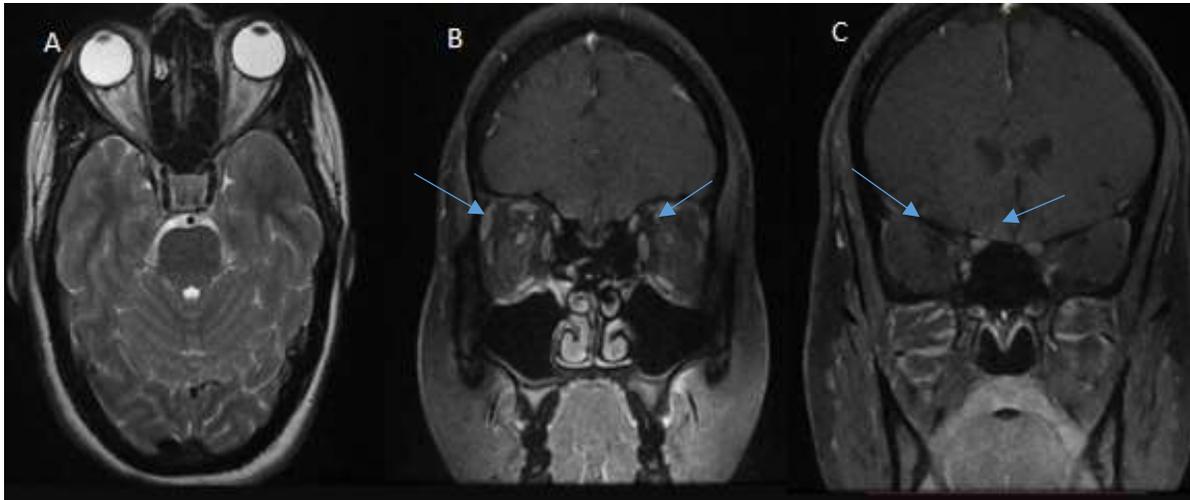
IRM cérébro-orbitaire : Coupe T2 axiale (A) et coupe coronale T1 injectée (B, C) objectivant un hypersignal de l'apex du nerf optique avec une prise de contraste étendue jusqu'au chiasma.
